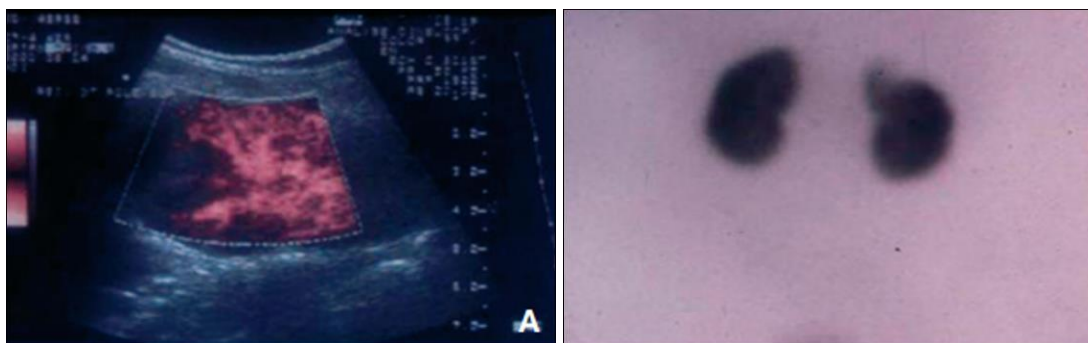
Mise en évidence d'une zone triangulaire hypo vascularisée de PNA à l'échodoppler énergie la même retrouvée à la scintigraphie au DMSA
